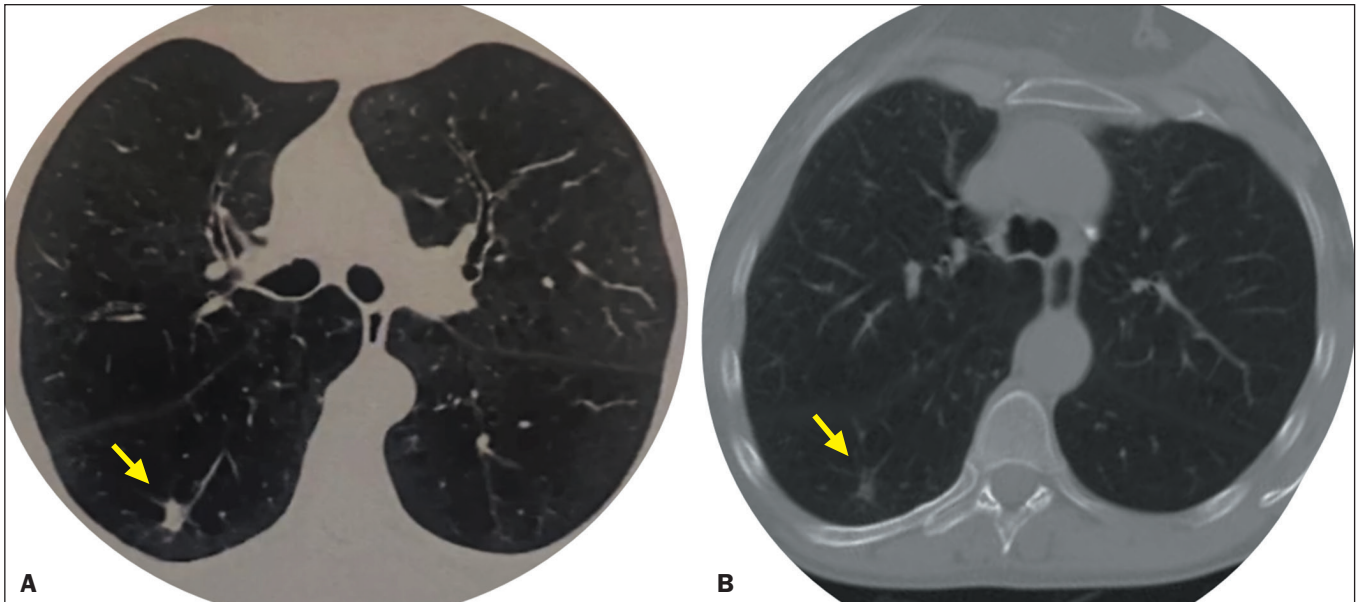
Paciente masculino de 67 anos, com surgimento de nódulo espiculado no segmento superior do lobo inferior do pulmão direito. A: TC no dia da biópsia percutânea demonstrando lesão medindo 10 mm. B: TC após três meses demonstrando redução significativa nas dimensões, medindo 5 mm e confirmando os achados histopatológicos e a evolução clínica.
